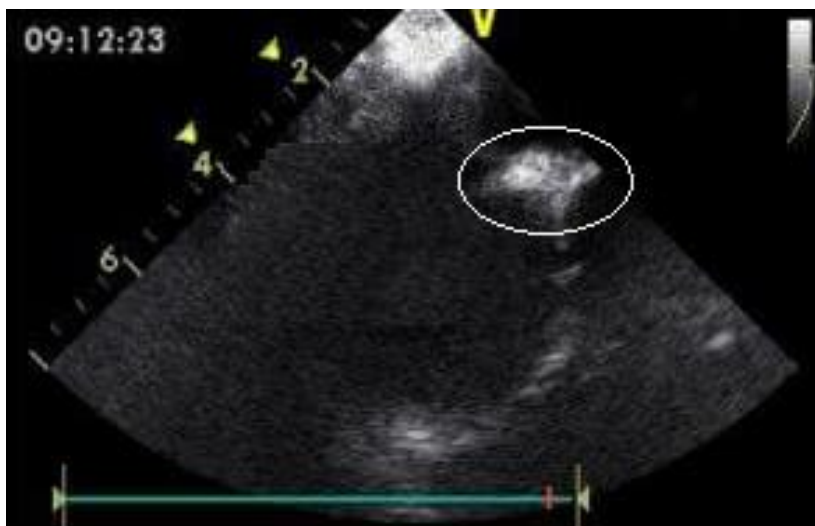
№2. УЗИ печени на 2 сутки после установки импланта
